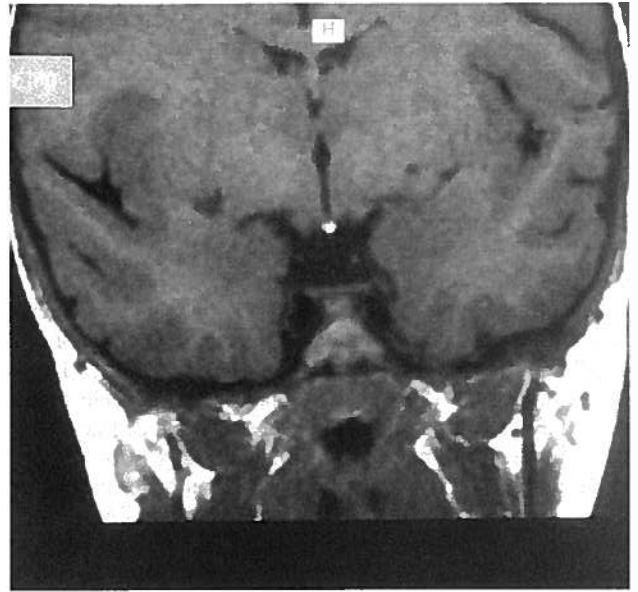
Imagens ponderadas em T1 de RMN efectuada num rapaz de 9 anos com DHHM. Para além de marcada hipoplasia hipofisária, não se visualiza a haste e a neurohipófise tem posição anómala a nível dos corpos mamilares.
